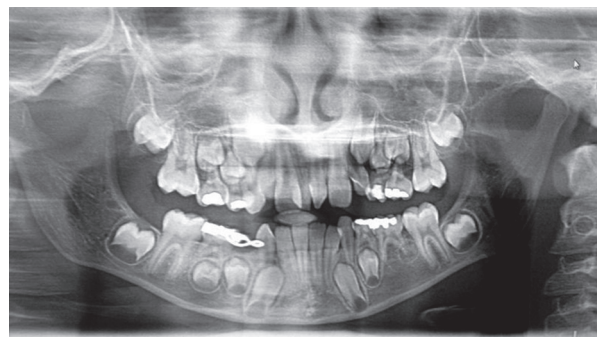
Orthopantomography. Double mesiodens can be observed in the upper midline and agenesis of tooth 35.
